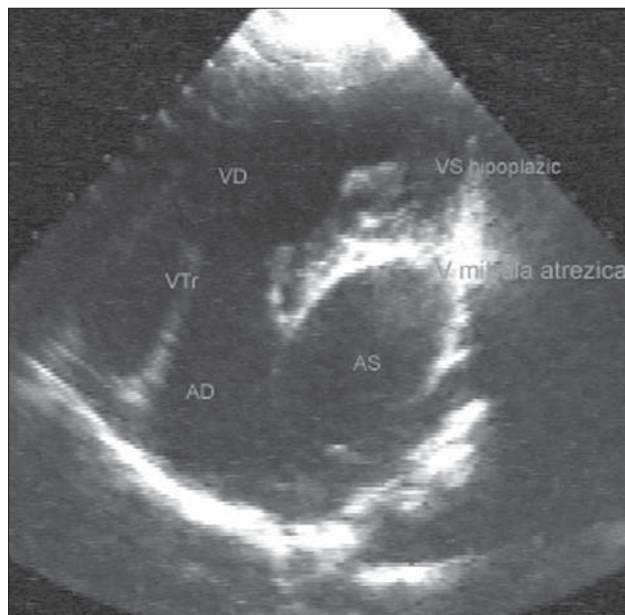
Hipoplazia inimii stângi. Secțiune apical 4 camere. Ventricul stâng hipoplazic. Atrezie valvă mitrală. Comunicare interatrială.
